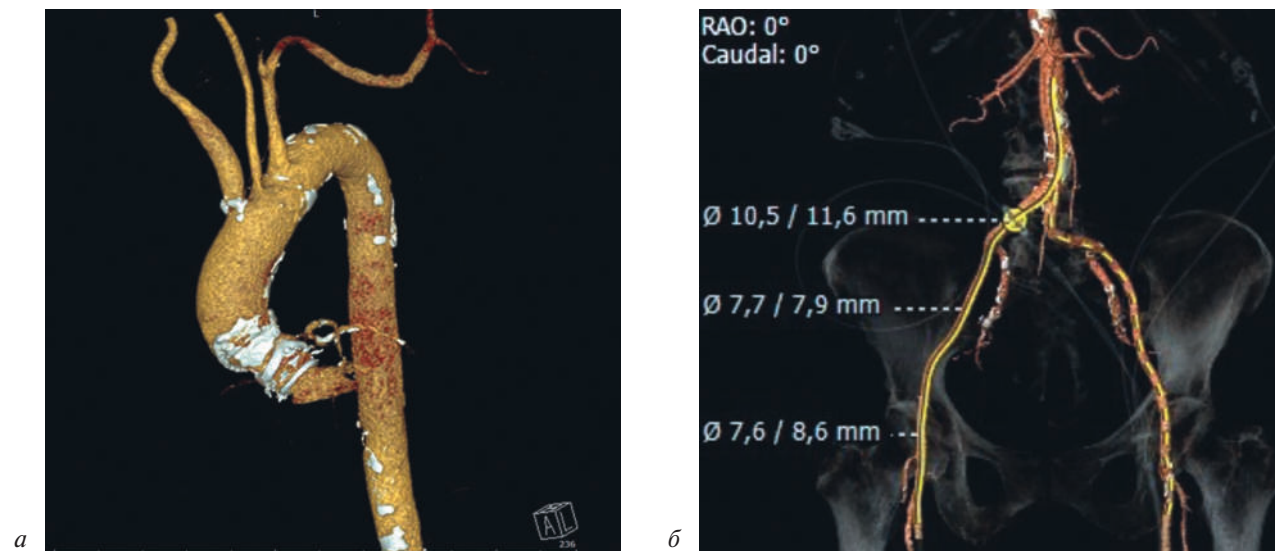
МСКТ-панаортография:
